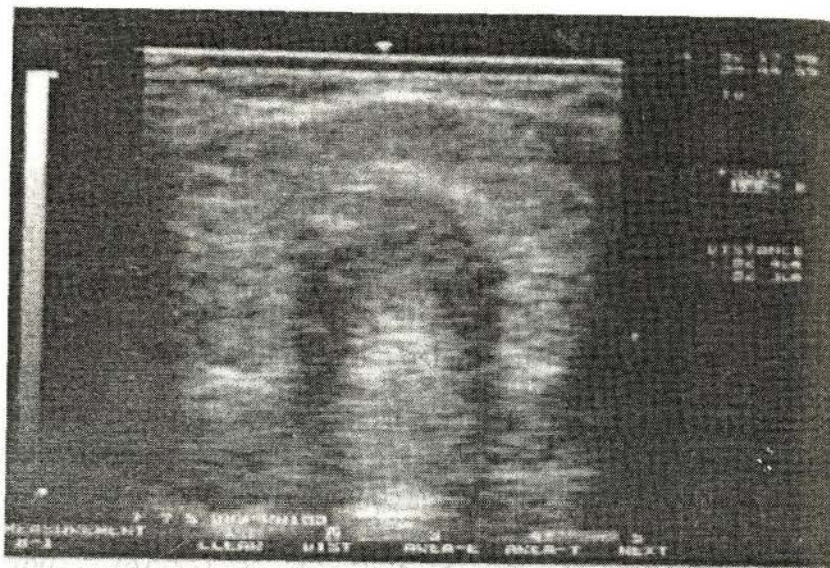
Ecografia glandei tiroide în normă.
